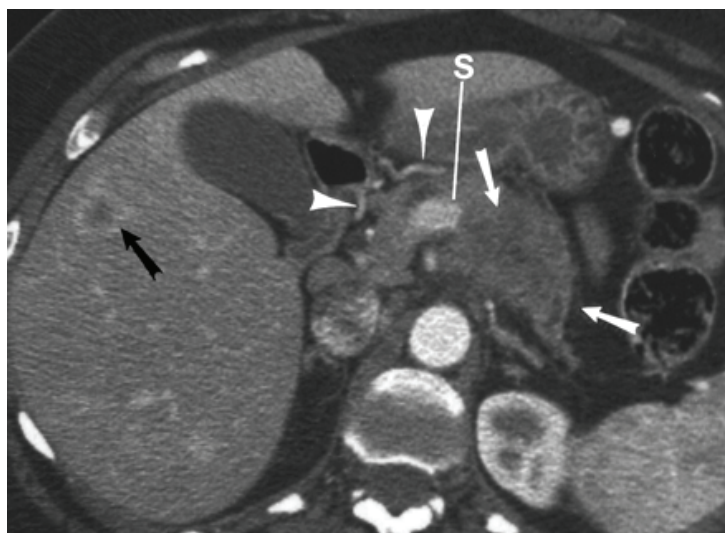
Больной Ж, 59 лет, диагноз: аденокарцинома тела ПЖЖ. СКТ с в/венным контрастным усилением. Опухоль тела ПЖЖ с прорастанием в соседние органы (стрелки).
